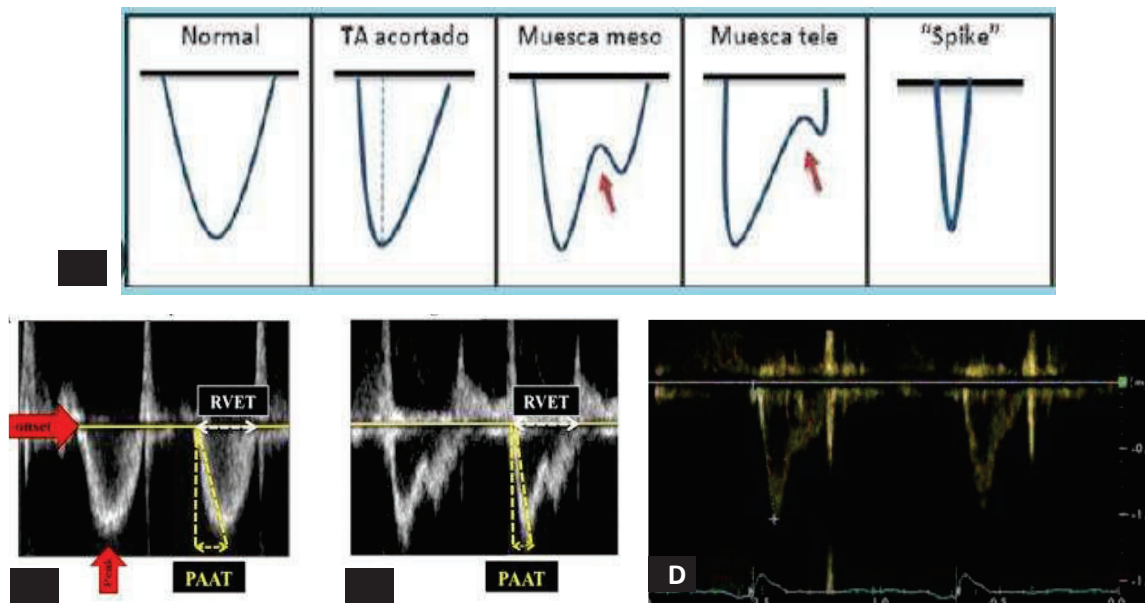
Análisis del flujo del tracto de salida del VD mediante PW. A: gráfica normal y diferentes patrones de flujo alterado compatibles con HTP. B: trazado Doppler normal. C y D: Trazado Doppler con TA acortado, curva asimétrica y muesca. RVET: *right ventricle ejection time* (tiempo de eyección del ventrículo derecho), PAAT: *pulmonary artery acceleration time* (tiempo de aceleración de la arteria pulmonar).
